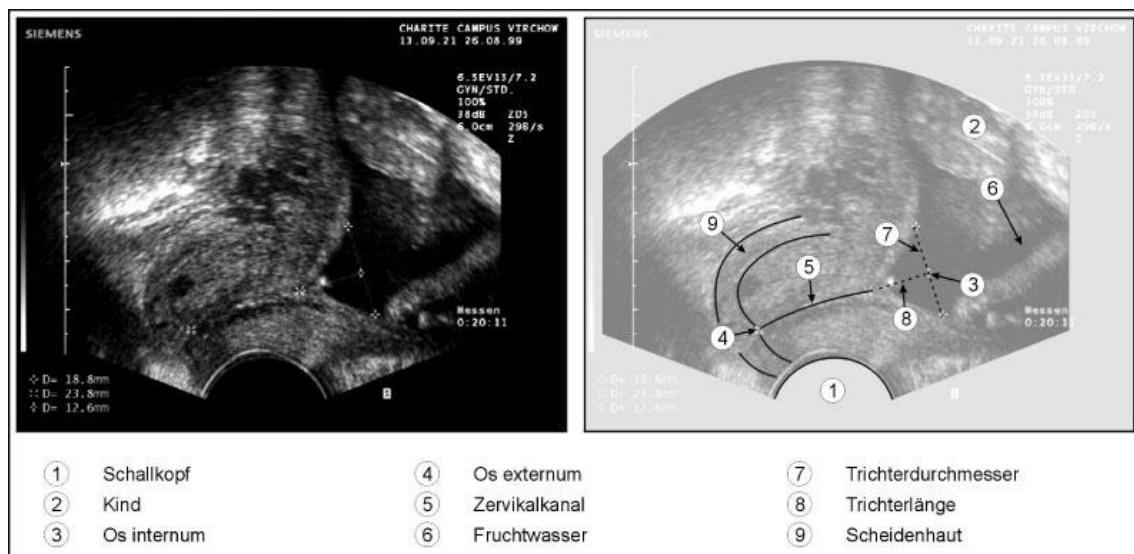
Sonographische Darstellung der Zervix mit Trichterbildung am Os internum [105]
